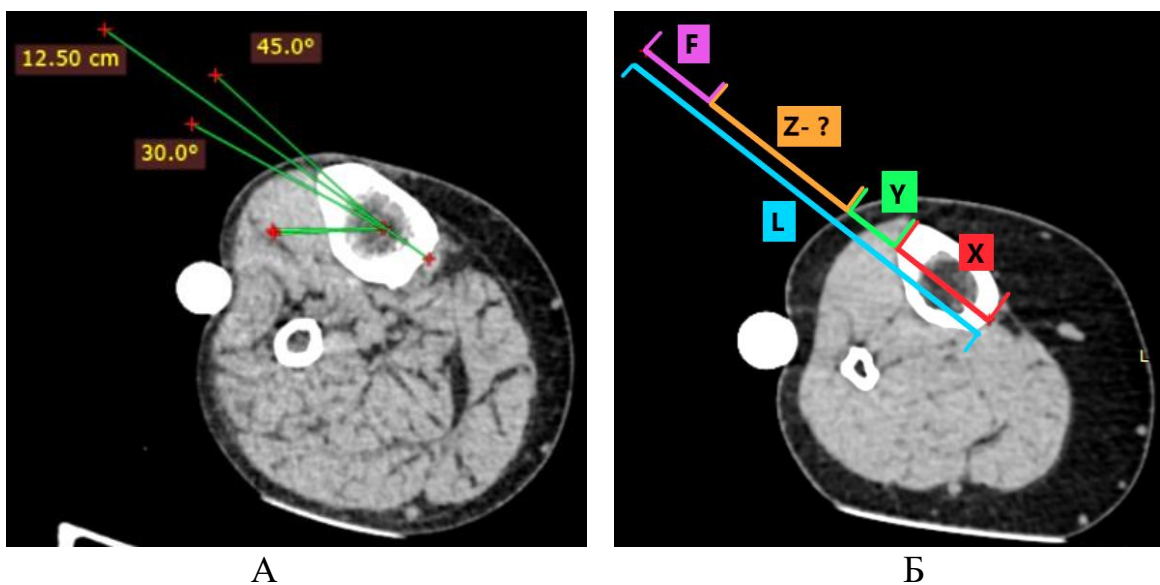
КТ коленного сустава: А – в размеченном секторе проведена линия 12,5 см (длина пина); Б – разделение длины пина на отрезки.
